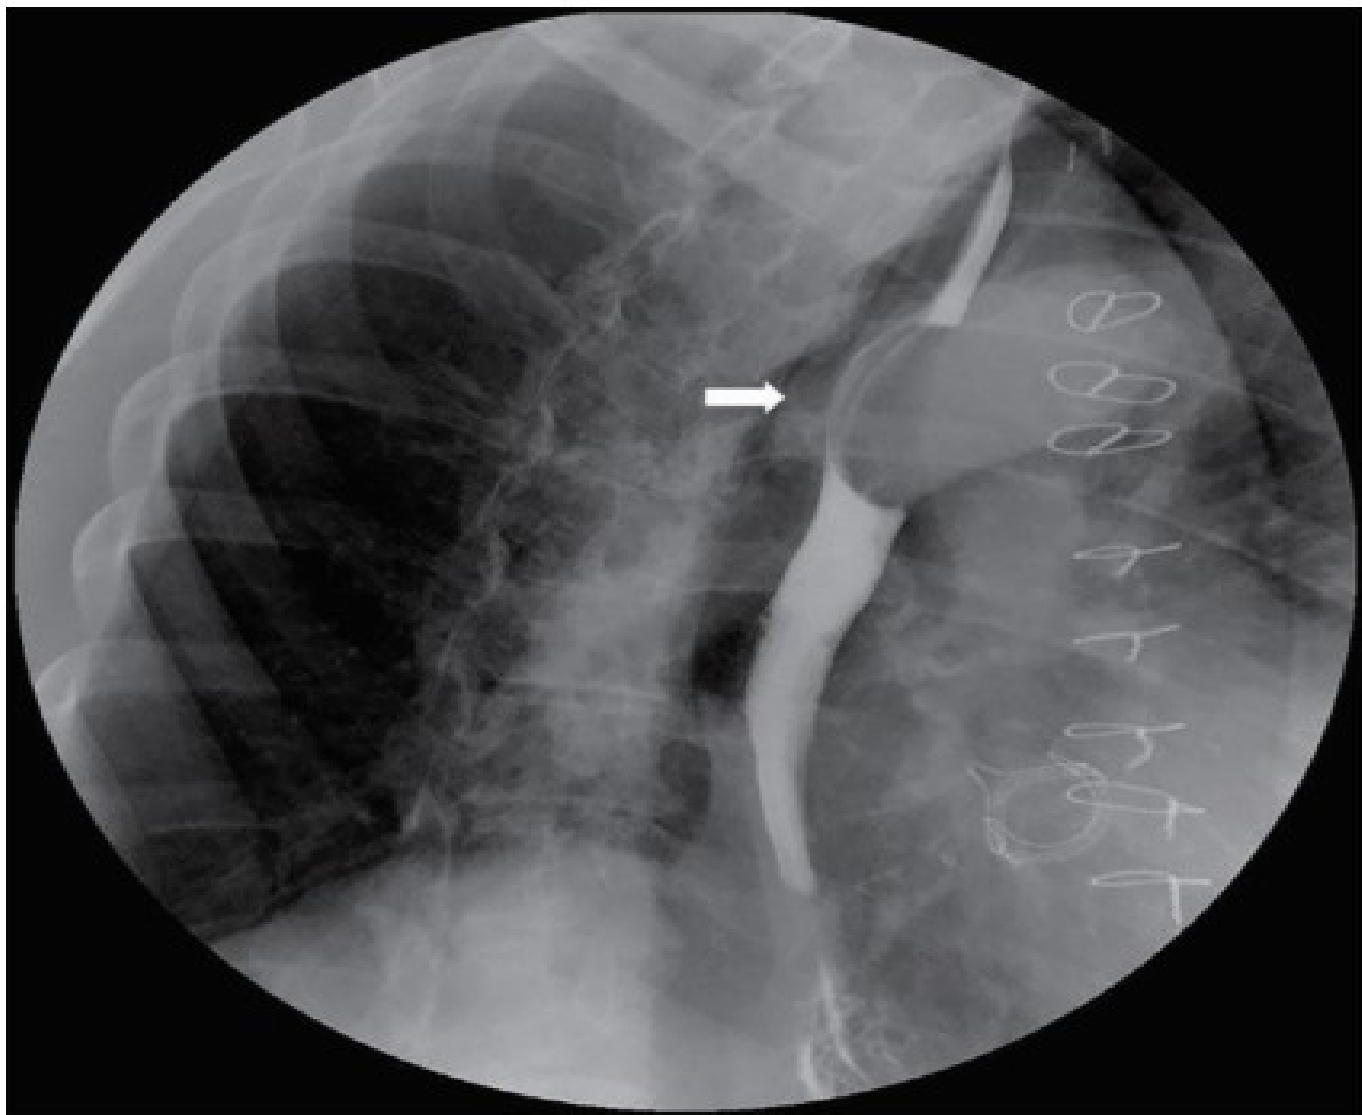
Typical radiographic appearance of a filling defect with smooth margins compatible with esophageal leiomyoma of the thoracic esophagus (arrow).
